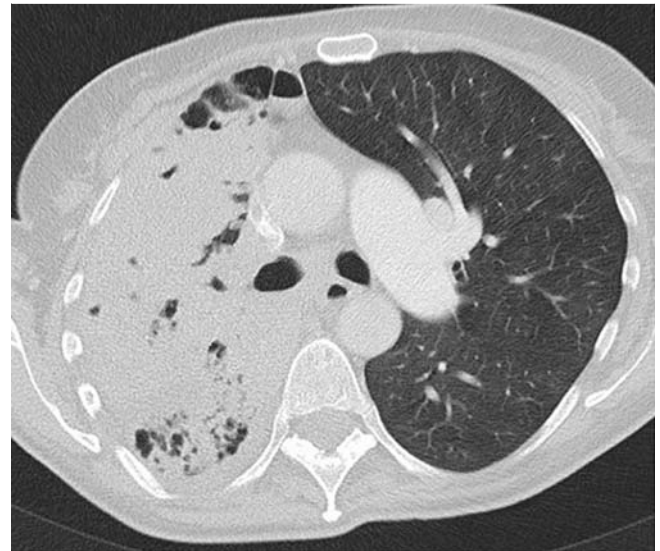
Patient 4/CT-Thorax: rechtsseitige UAPA mit diffuser Infiltration durch ein pulmonales Adeno-Ca.
